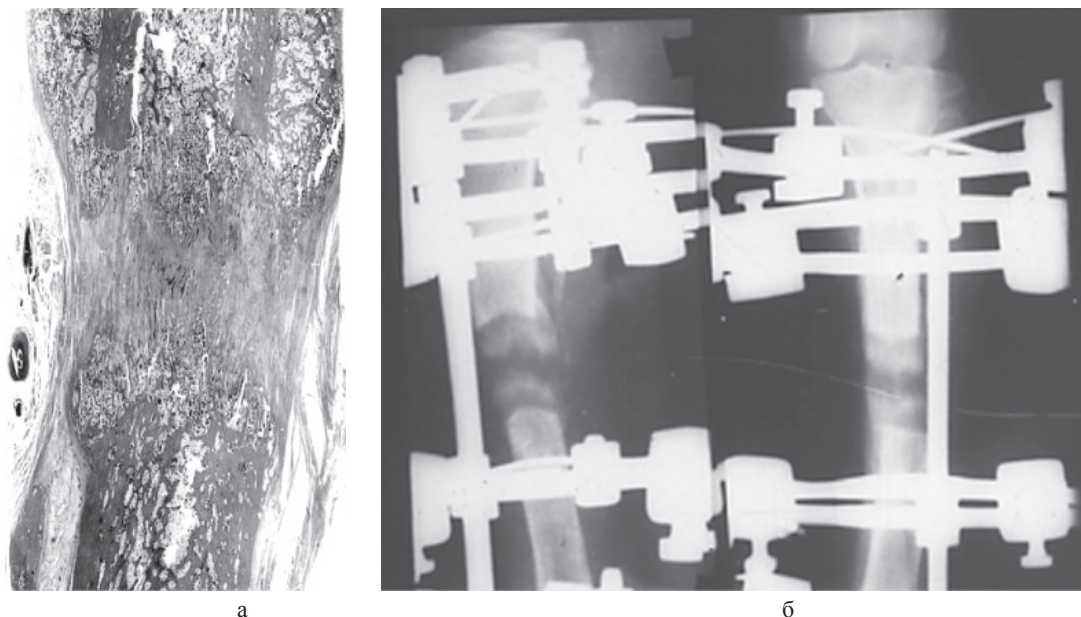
Этап дистракции, диастаз 20 мм. На гистотопограмме (а) и рентгенограммах (б) узкая «зона роста» и высокие костные отделы дистракционного регенерата
